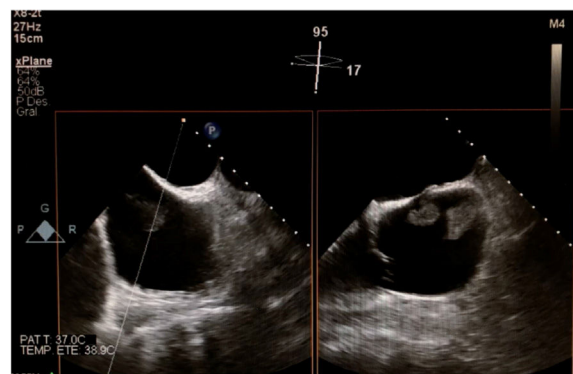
Se observan las dos masas alcanzando el septo interauricular sin comprometer la función de la válvula tricúspide en el ecocardiograma transesofágico.
